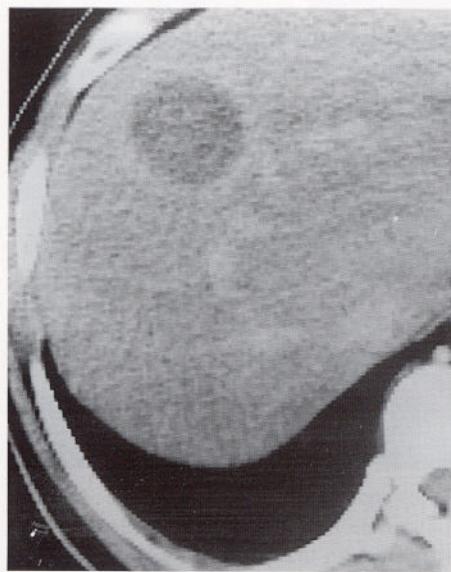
a. The Initial CT shows well circumscribed nodular mass on the S8 segment of liver. HCC was confirmed by US-guided biopsy.
